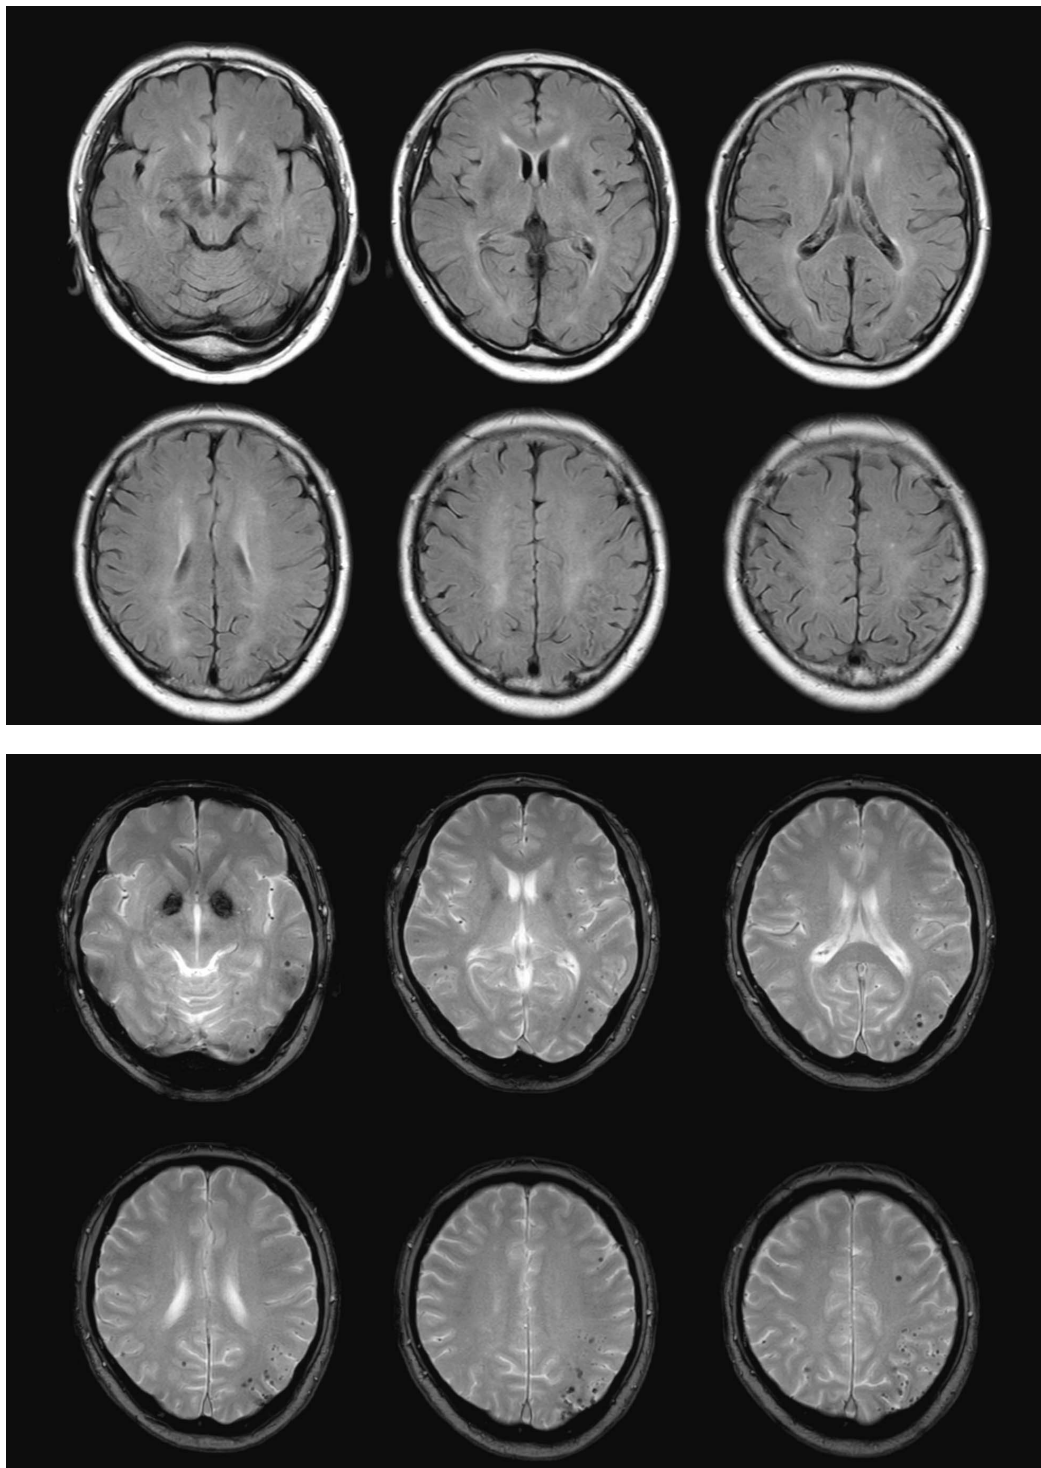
治療開始2か月半後のMRI（上段 FLAIR 画像，下段 T2* 強調画像）
